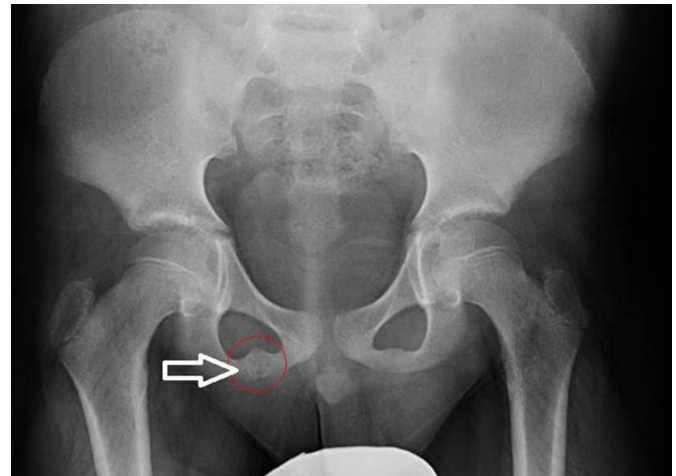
Radiografía AP de pelvis: engrosamiento de la sincondrosis isquiopúbica derecha.
